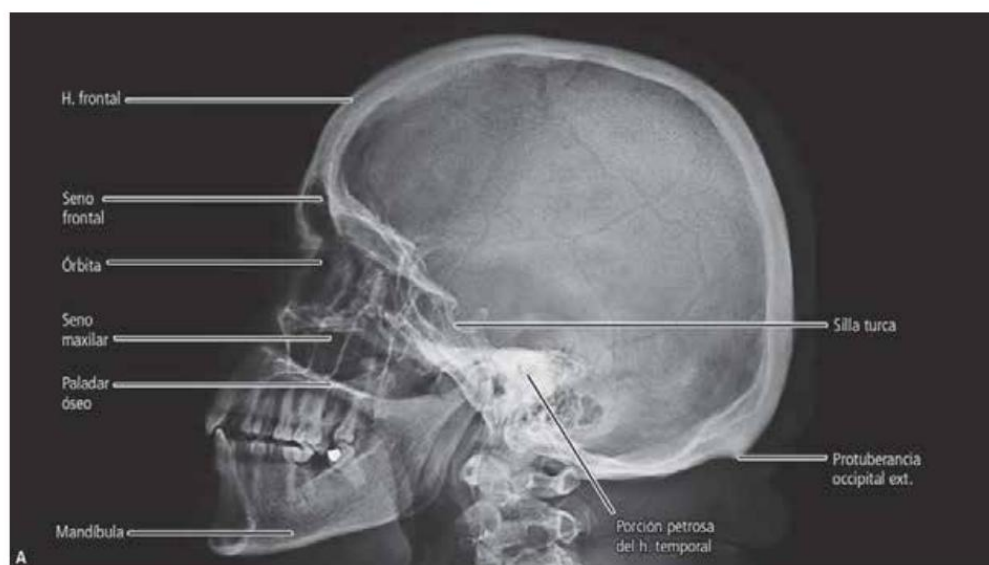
A. Radiografía del cráneo en proyección lateral.
